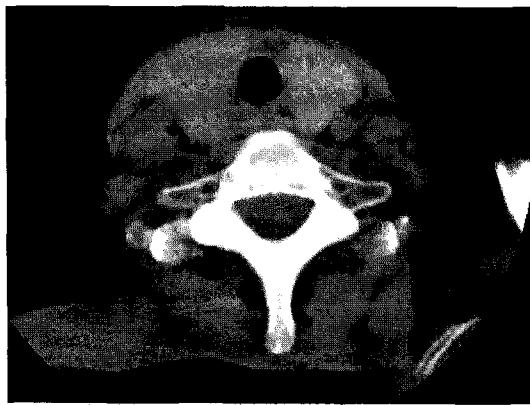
Follow up chest CT. The tracheal narrowing was still observed with an improvement in the previous exudate and tracheal inflammation.
